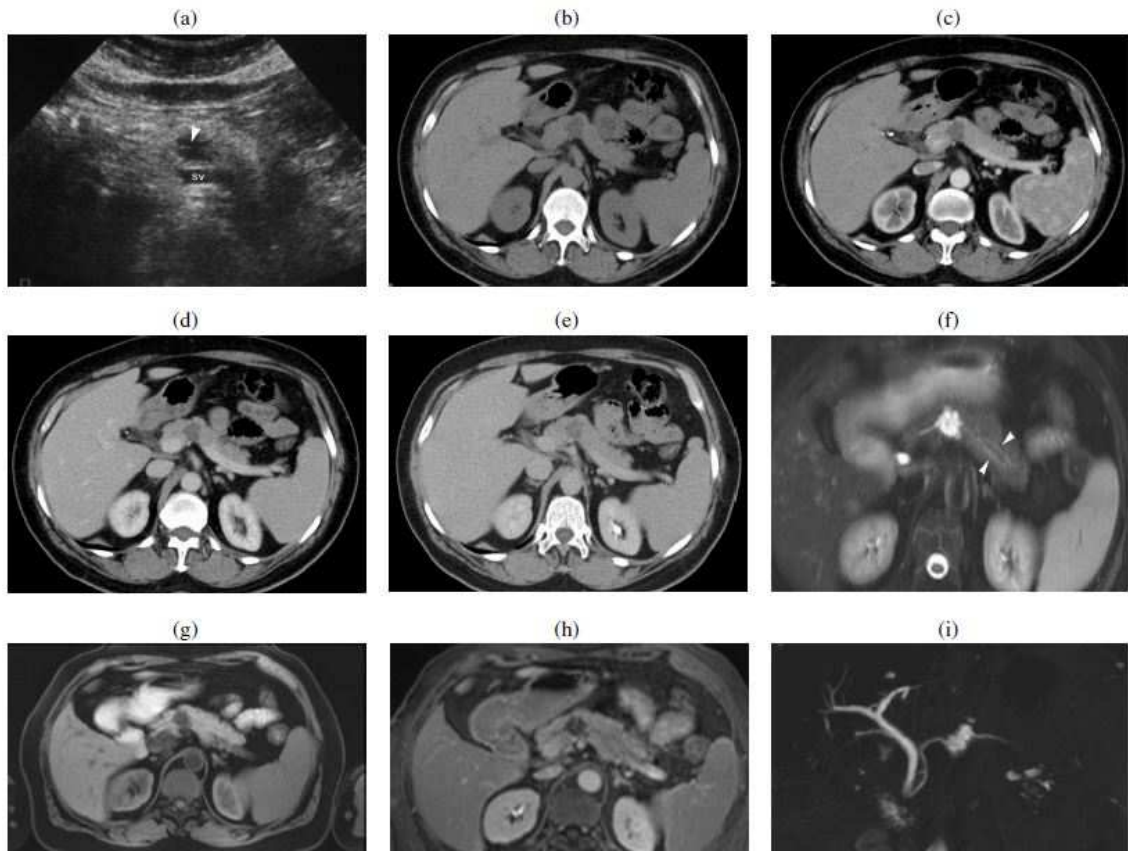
Donna di 59 anni con un tumore cistico sieroso. All'ecografia (a) la neoplasia con aspetto a nido d'ape è apprezzabile a livello del corpo pancreatico. TC senza (b) e con (c,d,e) mezzo di contrasto. MR sequenze T2 (f) e T1 (g) pesate. Sequenza T1 pesata con mezzo di contrasto paramagnetico (h). Colangio-RM (i).
